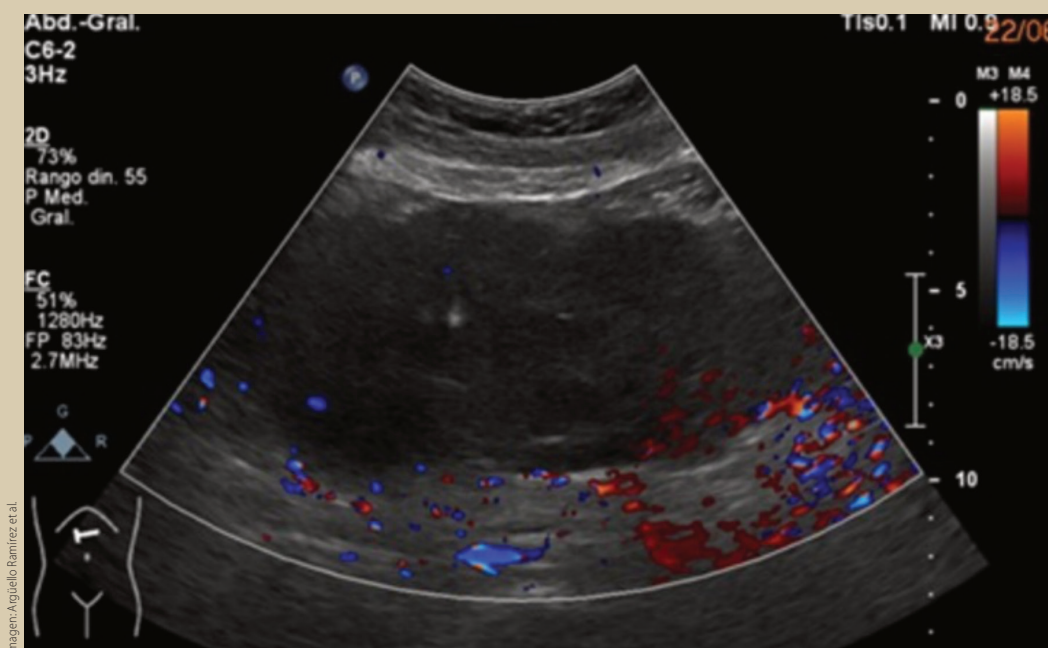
Ultrasonido Doppler color que muestra imagen heterogénea, con aumento de la captación periférica.
